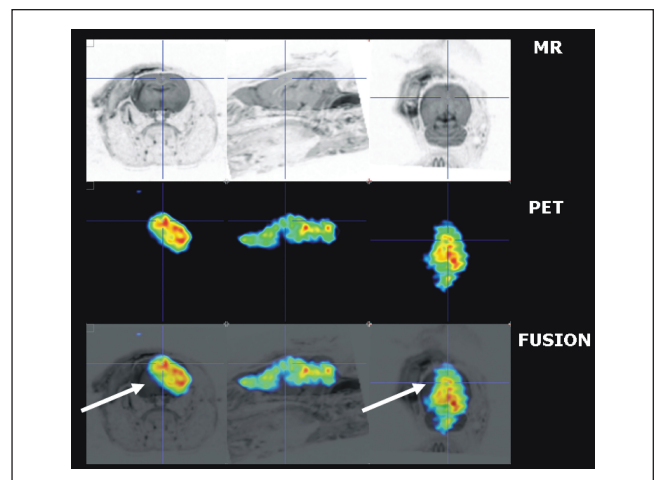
Imágenes de isquemia cerebral de un ratón (de izquierda a derecha: vista transaxial, sagital y coronal, respectivamente) mostrando de arriba a abajo la imagen de resonancia magnética, la imagen PET y la fusión de ambas.
